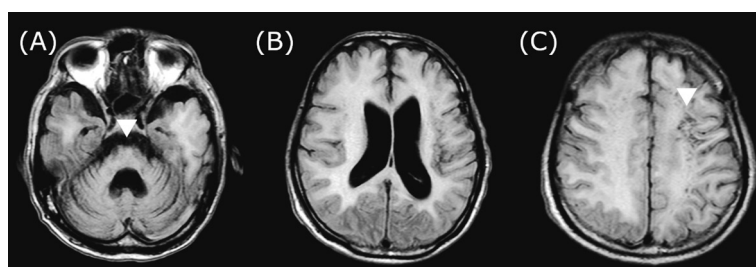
入院231日目の頭部単純MRI画像(FLAIR)
